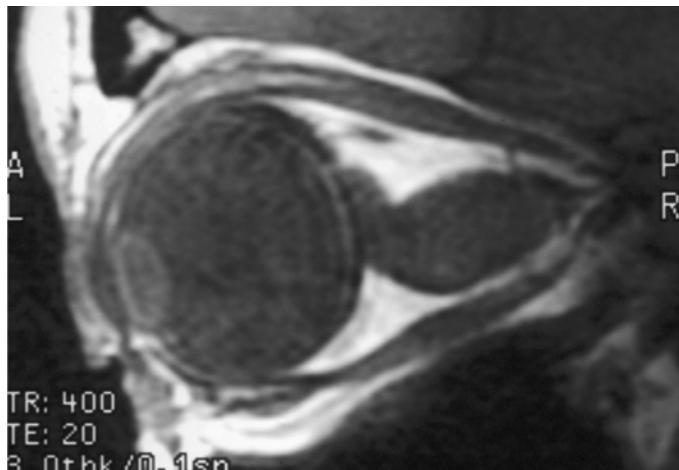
Resonancia magnética nuclear en secuencia T1, que muestra un glioma de nervio óptico de forma fusiforme, con un acodamiento retrobulbar.
